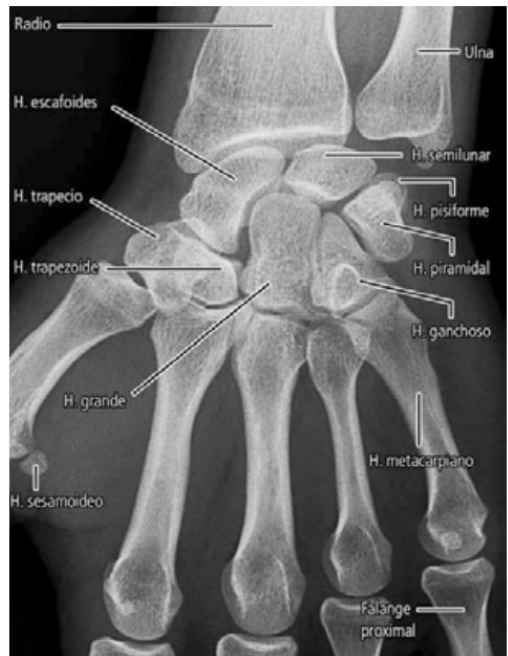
Radiografía dorsopalmar (de frente) del carpo derecho. Se distinguen las extremidades distales del radio y de la ulna, los ocho huesos del carpo y los huesos metacarpianos.
